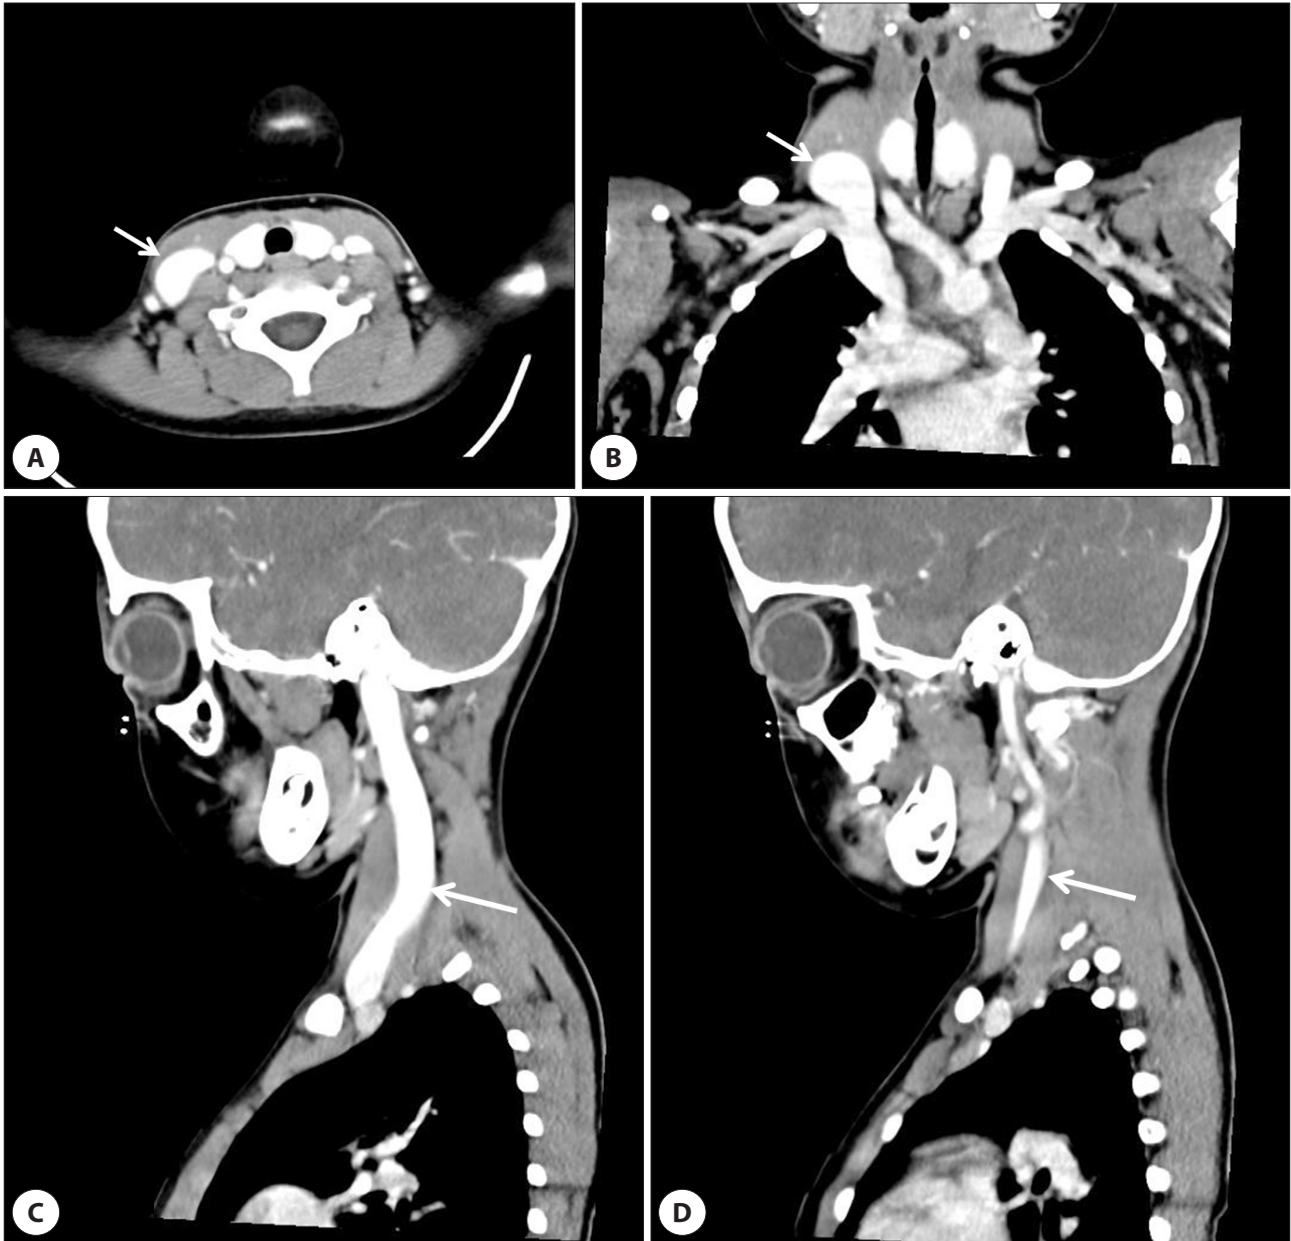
Computed tomography images when speaking. Axial (A) and coronal (B) view. Sagittal view: right internal jugular vein (C) and left internal jugular vein (D). White arrows are internal jugular vein.
